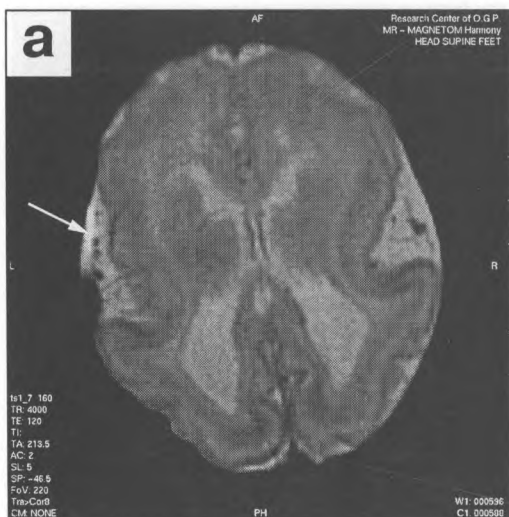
Пациентка А., 1 неделя (последствия внутриутробной гипоксии и родовой травмы), диффузная гетеротопия серого вещества и субдуральная гематома. На TSE T_2 -взвешенных изображениях (a) и SE T_1 -взвешенных изображениях (c) отмечается наличие как бы «двойной коры», формирующейся за счет нарушения миграции нейронов. Отмечается также расширение боковых желудочков с неровным контуром, что более четко дифференцируется на T_2 -взвешенных изображениях (b), полученных с помощью импульсной последовательности FLAIR. Имеющая место пахигирия особенно ярко видна на GE T_1 -взвешенных изображениях (d) — обратите внимание на затылочную долю. В этой же проекции выявляется умеренная гипоплазия мозжечка с расширением отверстия Моханди и увеличением объема большой затылочной цистерны (умеренный вариант аномалии Денди-Уокера). Белыми стрелками отмечена субдуральная гематома.
